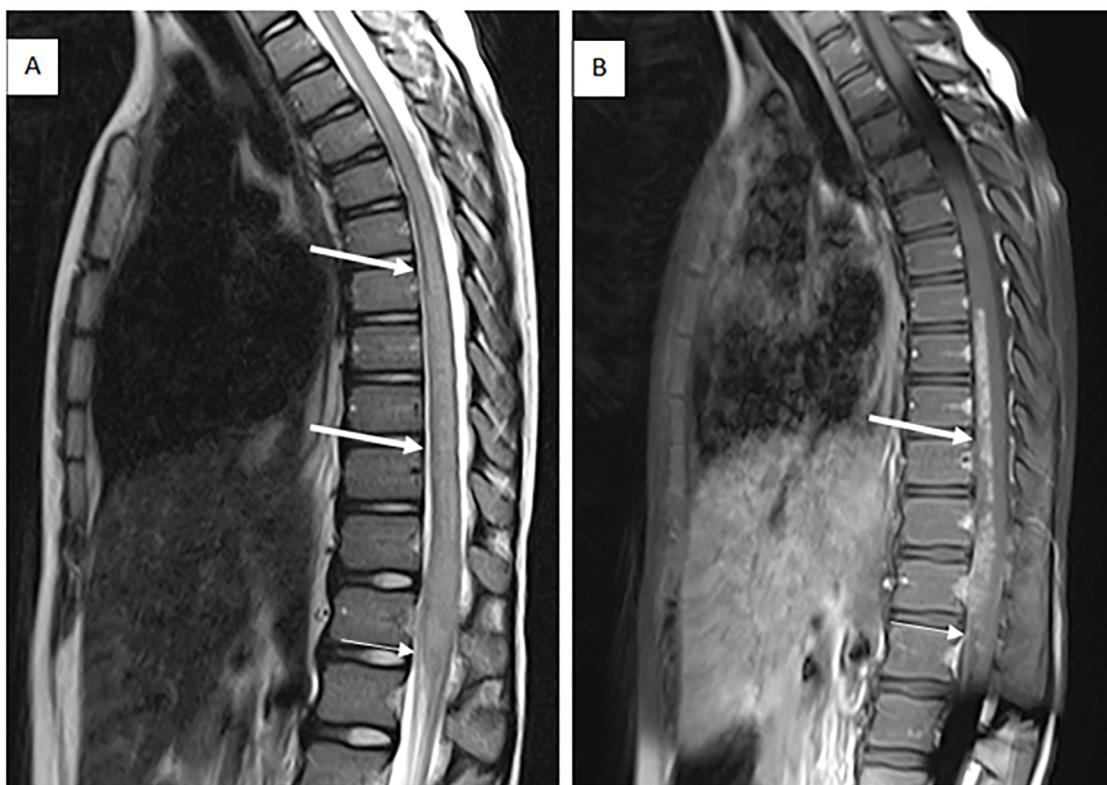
(A) Ressonância magnética da coluna dorsal na ponderação T2 mostra comprometimento difuso medular, com hipersinal e espessamento medular, mais evidente no cone. (B) Ressonância magnética da coluna dorsal na ponderação T1 com supressão de gordura evidenciando impregnação pelo contraste paramagnético de forma heterogênea, predominantemente nos cordões anteriores.
